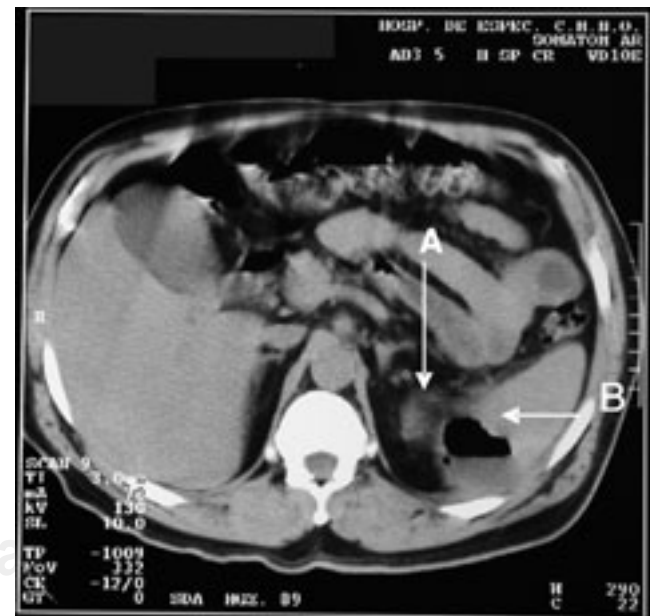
Tomografía axial computarizada. A) Reacción inflamatoria periesplénica indicativa de ruptura inminente. B) La cavidad abscedada muestra nivel hidroaéreo.
